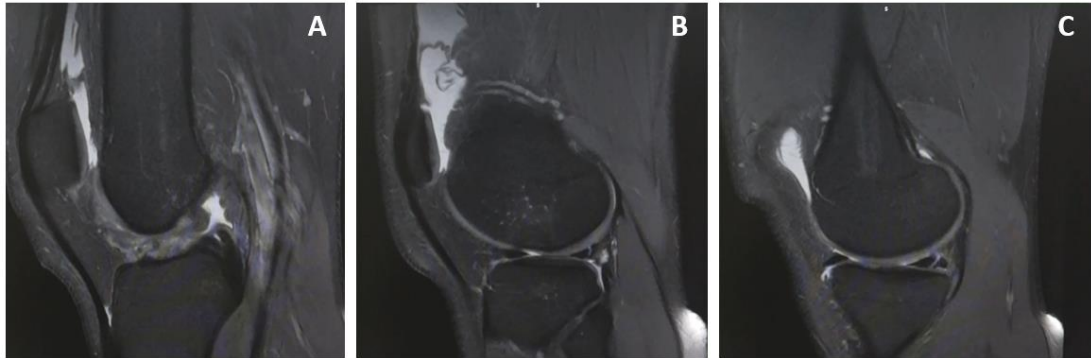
Corte sagital de RMN DP frFSE FS. (A) Se aprecia ausencia del LCA. (B) Se aprecia rotura del cuerno posterior del menisco externo y líquido en el fondo de saco. (C) Se aprecia rotura del cuerno posterior del menisco interno.
